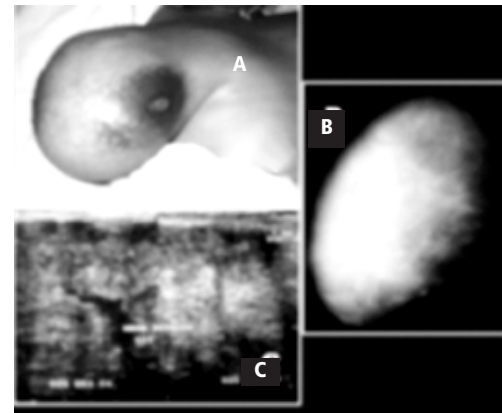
Importante aumento de volumen en la mama derecha (A). La mamografía demuestra incremento en la densidad mamaria y presencia de imagen mal delimitada de naturaleza indeterminada (B), en el ultrasonido (C) esta masa se observa heterogénea con componente mixto (sólido y quístico) de predominio sólido.
